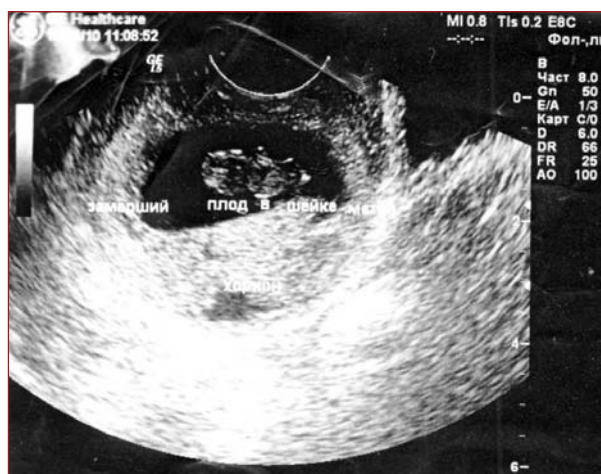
Замершая после введения метотрексата шеечная беременность. Трансвагинальное УЗИ.
